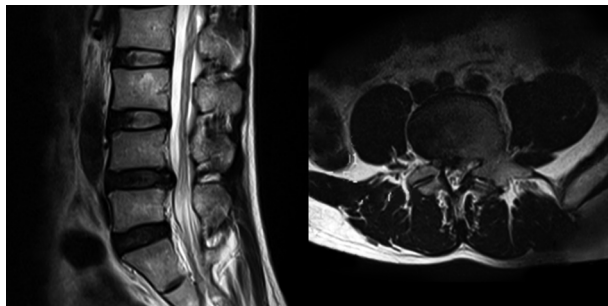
术前 MRI 示 L_{4~5} 间盘右侧突出伴侧隐窝狭窄
